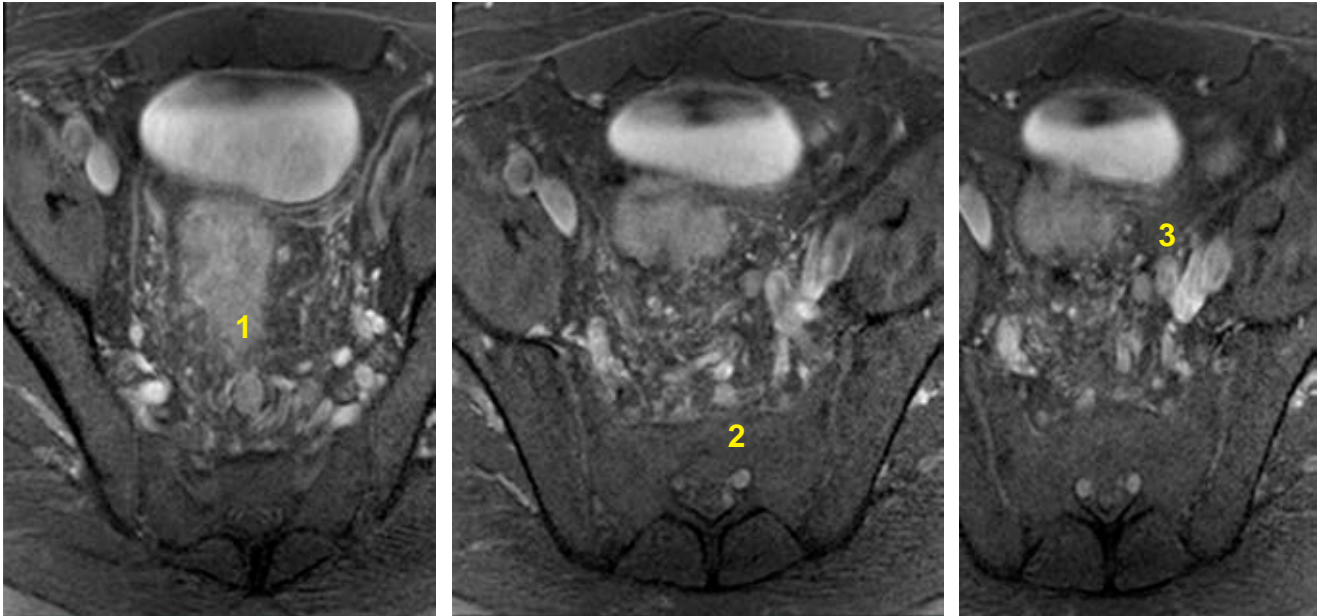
Resonancia magnética en plano axial, secuencia T2 en diferentes niveles de la pelvis en la que se observan tres ganglios linfáticos, con pérdida de su morfología e hilio graso central.
